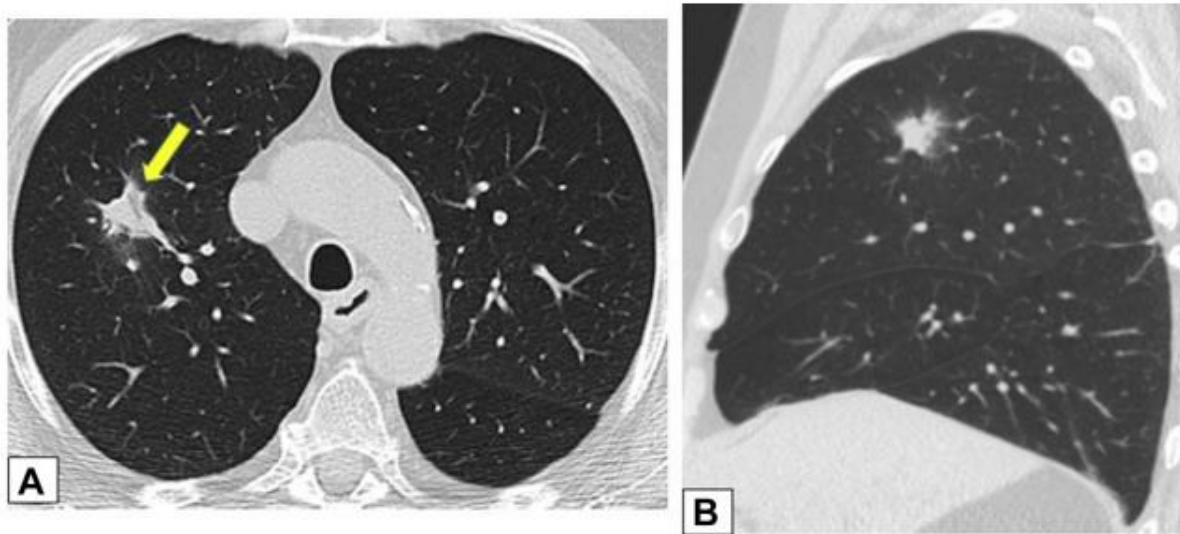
A, B, Solitary nodules. Axial (A) and sagittal (B) unenhanced images from low-dose CT scanning lung cancer screening in a 73-year-old male smoker show a solitary, irregular right upper lobe nodular opacity associated with subtle dilated airways (arrow in A). Endobronchial ultrasound-guided fine-needle biopsy results were consistent with focal organizing pneumonia. The opacity resolved without treatment on a follow-up scan (not shown).
